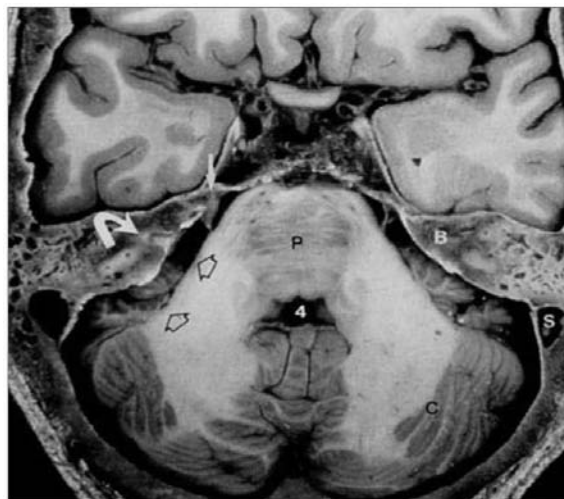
Coupe coronale d'IRM séquence T1 montrant l'angle Ponto-cérébelleux.
